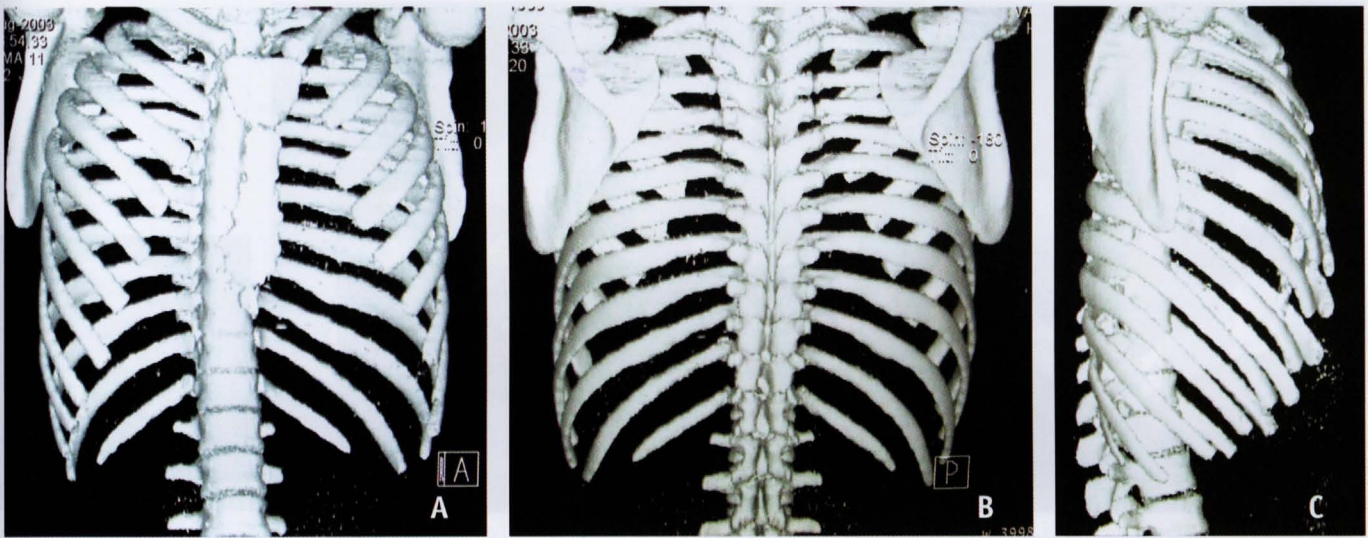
TC *multi-slice* com reconstruções tridimensionais dos arcos costais por suspeita de fratura. A) visão frontal; B) visão posterior; C) visão lateral. Não se evidenciam fraturas.
